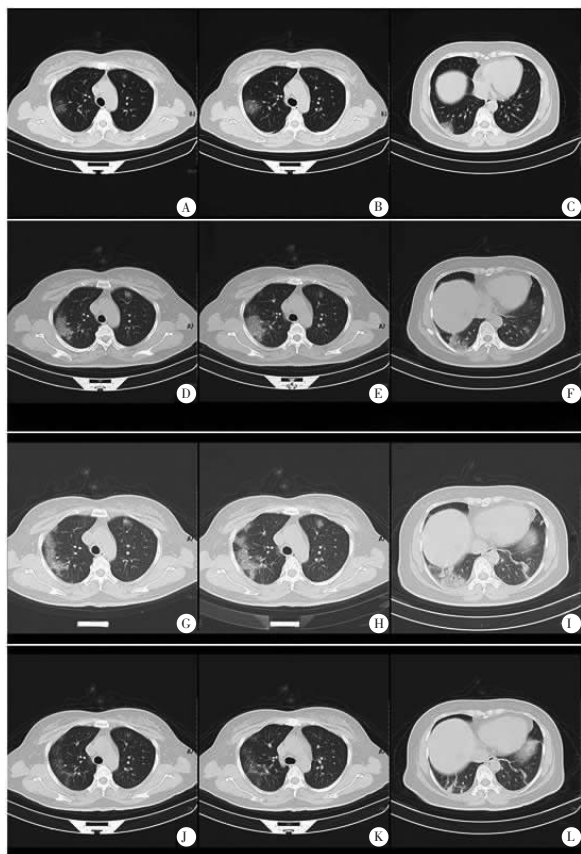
本例 COVID-19 患者诊疗过程中胸部 CT 变化
